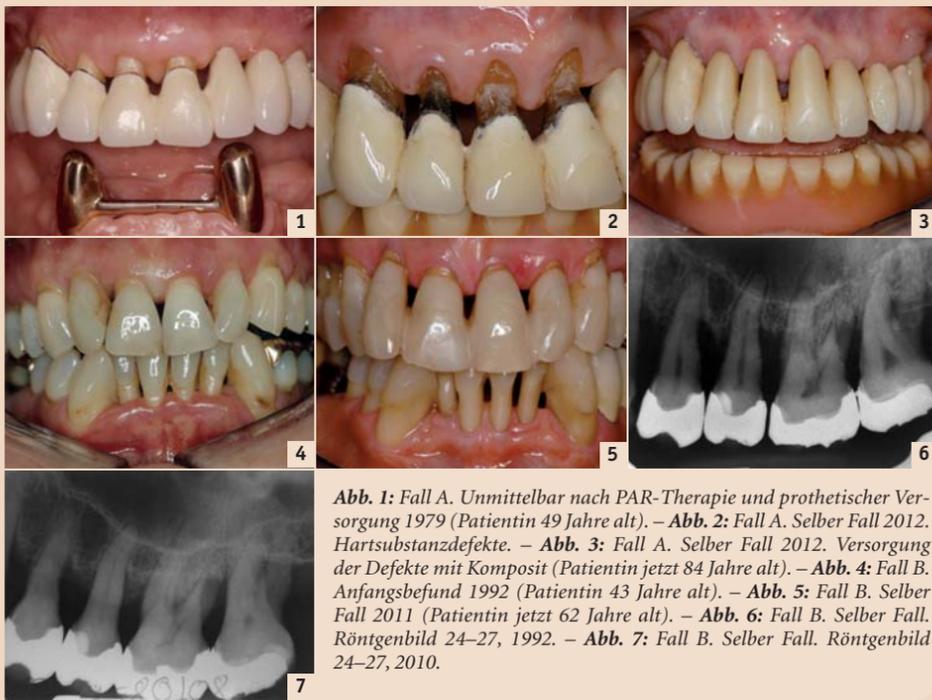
Fall A. Unmittelbar nach PAR-Therapie und prothetischer Versorgung 1979 (Patientin 49 Jahre alt). – Abb. 2: Fall A. Selber Fall 2012. Hartschubstanzdefekte. – Abb. 3: Fall A. Selber Fall 2012. Versorgung der Defekte mit Komposit (Patientin jetzt 84 Jahre alt). – Abb. 4: Fall B. Anfangsbefund 1992 (Patientin 43 Jahre alt). – Abb. 5: Fall B. Selber Fall 2011 (Patientin jetzt 62 Jahre alt). – Abb. 6: Fall B. Selber Fall. Röntgenbild 24–27, 1992. – Abb. 7: Fall B. Selber Fall. Röntgenbild 24–27, 2010.
